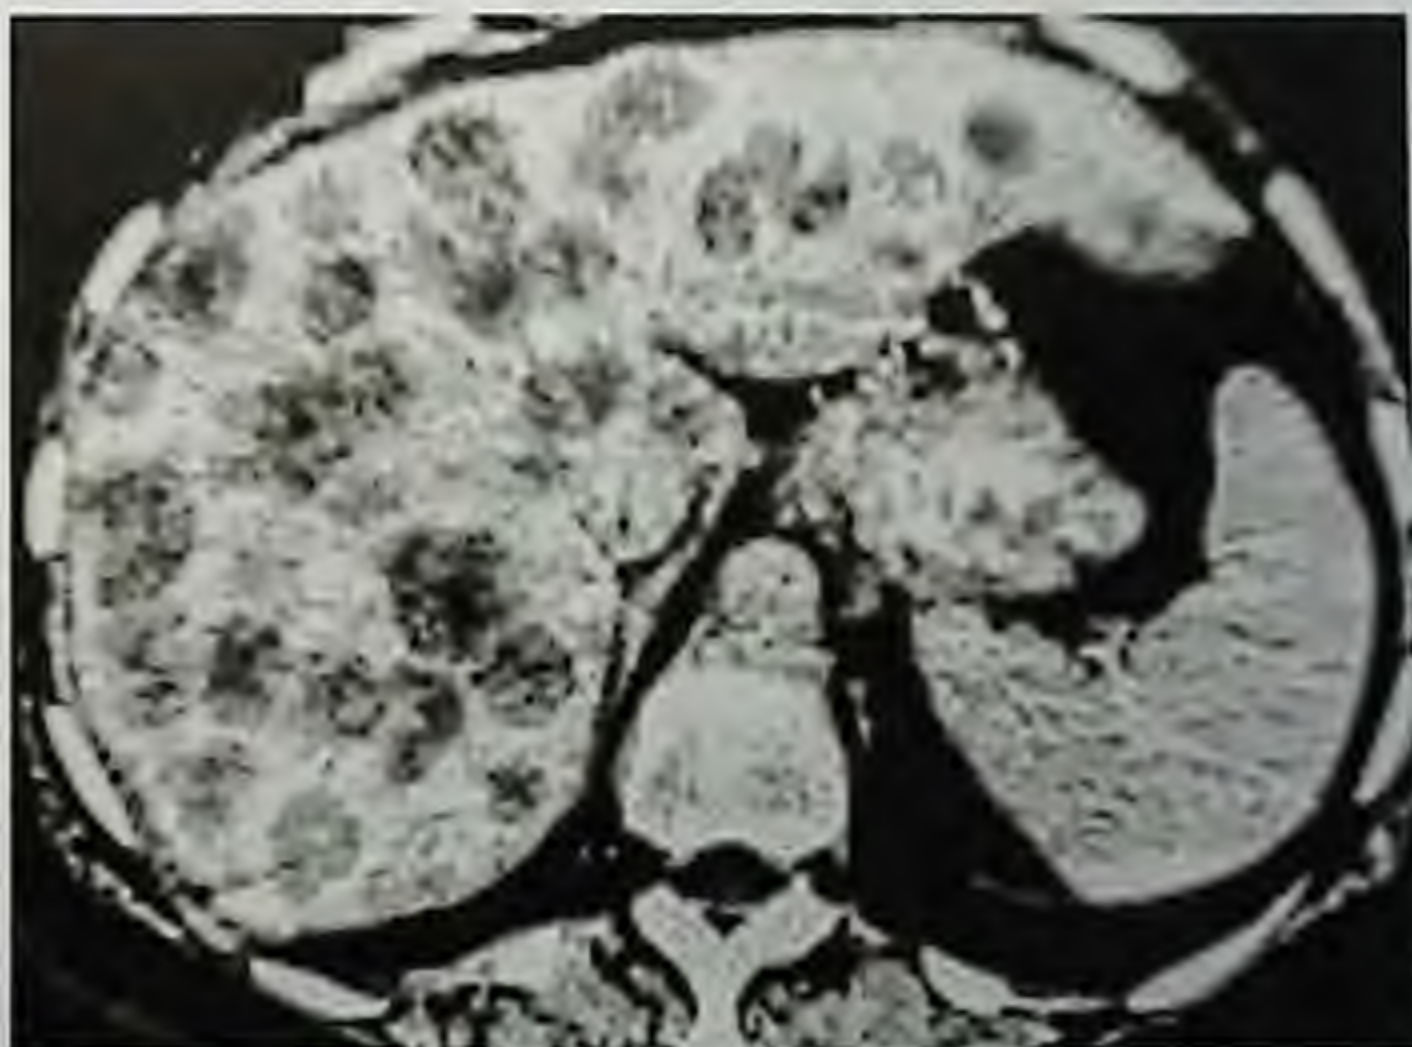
П52. Компьютерная томограмма.
